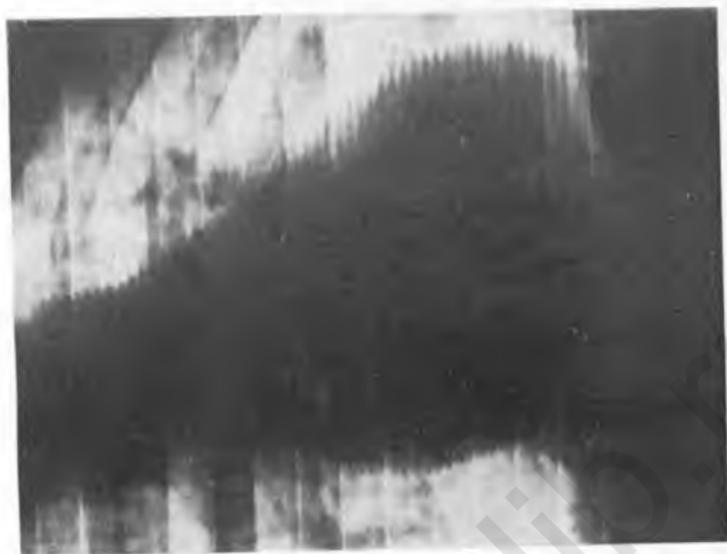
Рентгенокимограмма сердца при заболевании, локализованном в матке.
